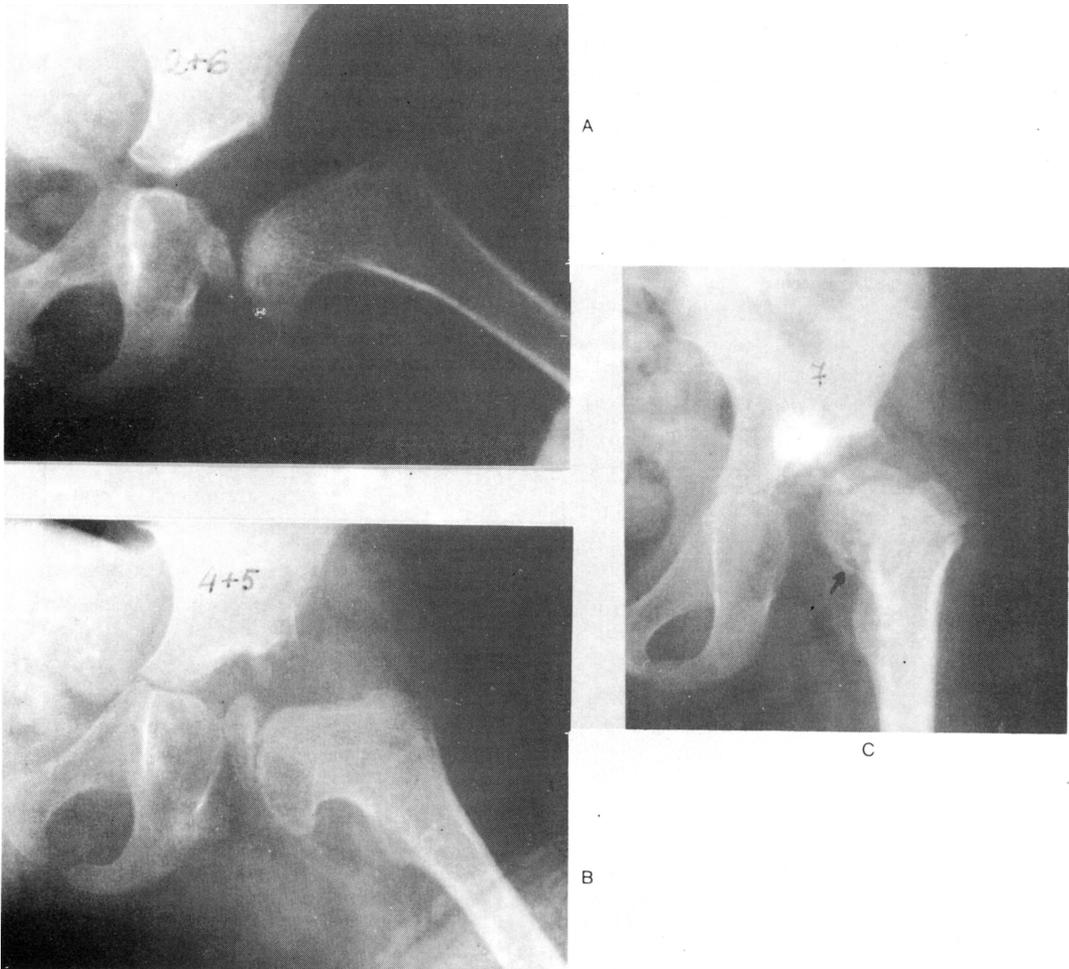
Radiografías de una luxación congénita de cadera izquierda que muestra las alteraciones de la necrosis de tipo IV. A) A los 2 años y 6 meses de edad puede observarse únicamente un escaso desarrollo del núcleo epifisario por la porción interna y menor desarrollo del cuello femoral en esta misma zona. La fisis conserva un aspecto normal. B) 2 años más tarde, es más evidente la alteración epifisaria y el escaso desarrollo del cuello por su vertiente medial. C) A los 7 años de edad es visible ya el aplanamiento de la epifisis y la fusión en la porción medial entre epifisis y metafisis.
